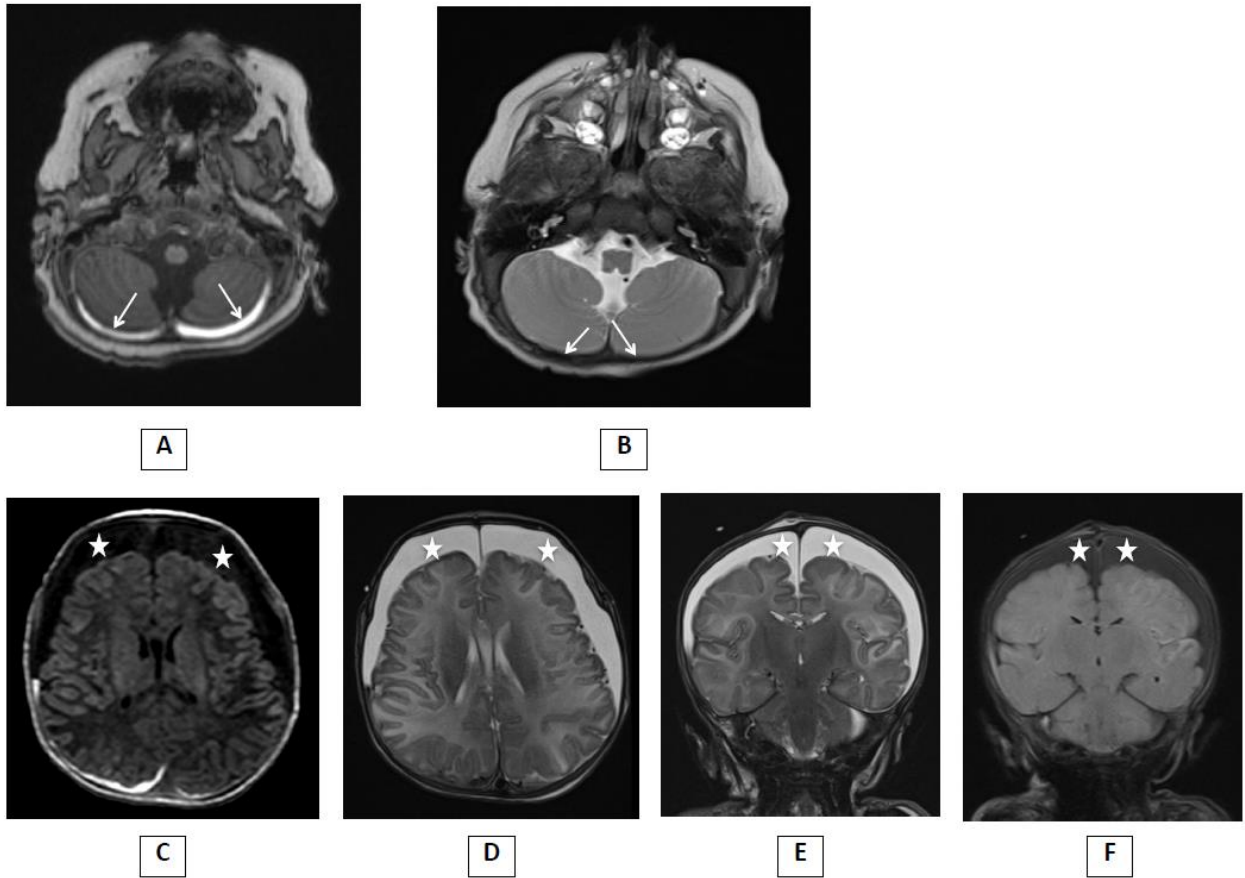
Aspect IRM d'un HSD subaigu précoce (a et b) et HSD chronique (c, d, e et f). Séquences en pondération T1 (a et c) et T2 (b, d et e) et FLAIR (f).
